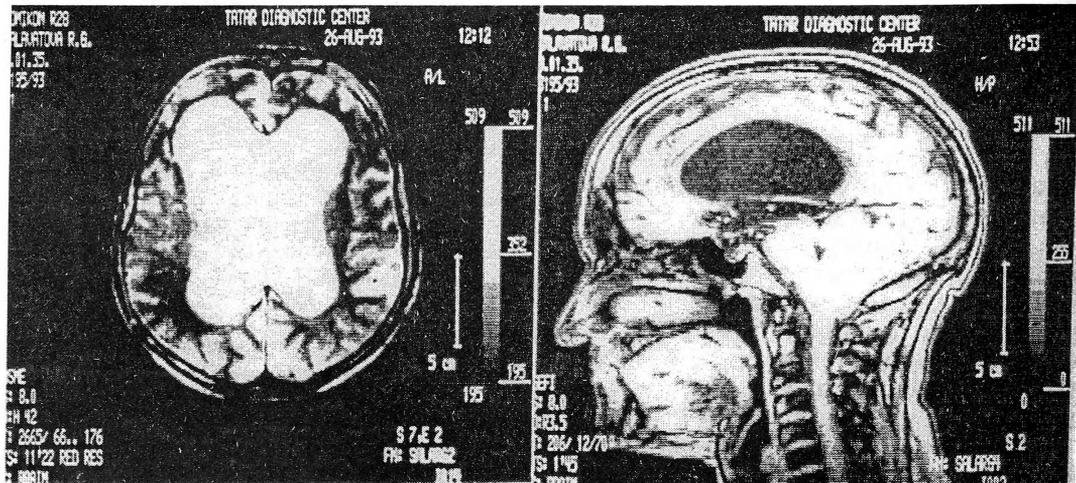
Гидроцефалия и аномалия Арнольда—Киари (МРТ).
